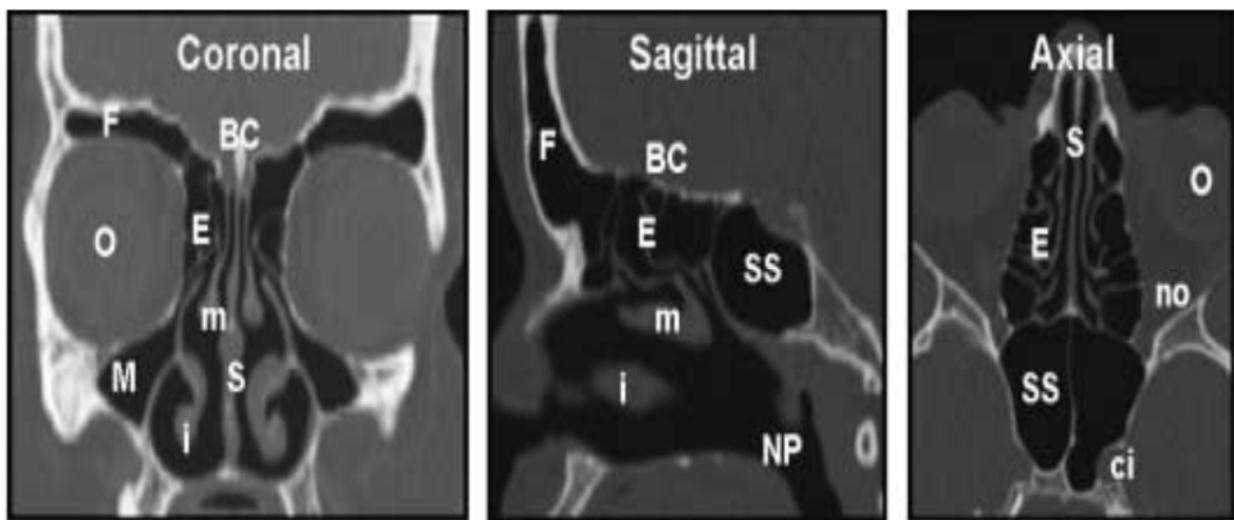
CT-scan du massif facial chez un patient sans pathologie rhinosinusienne : coupe coronale, sagittale et axiale (49)
